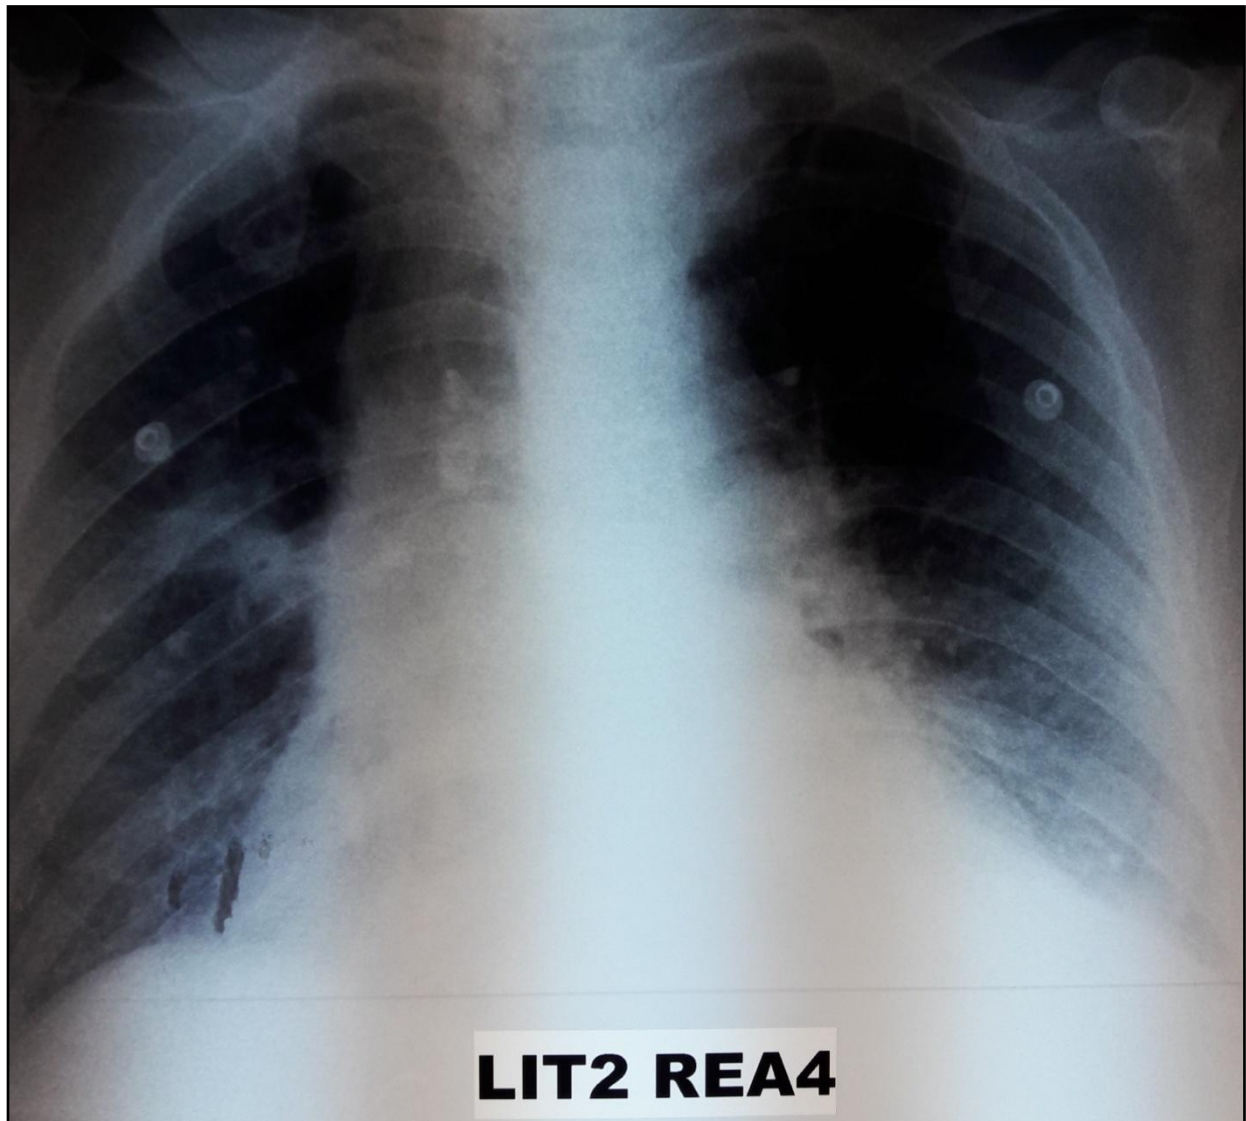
Radiographie du thorax d'un patient admis pour péritonite appendiculaire compliquée d'un SDRA mineur.
